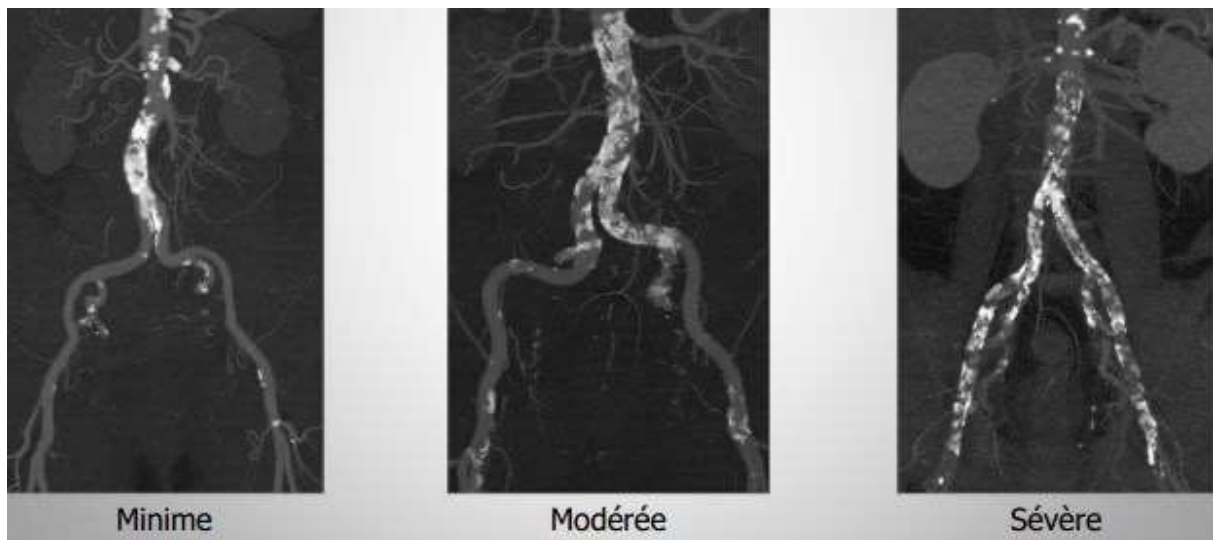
TDM : Voies d'abord vasculaires.<sup>114</sup>
